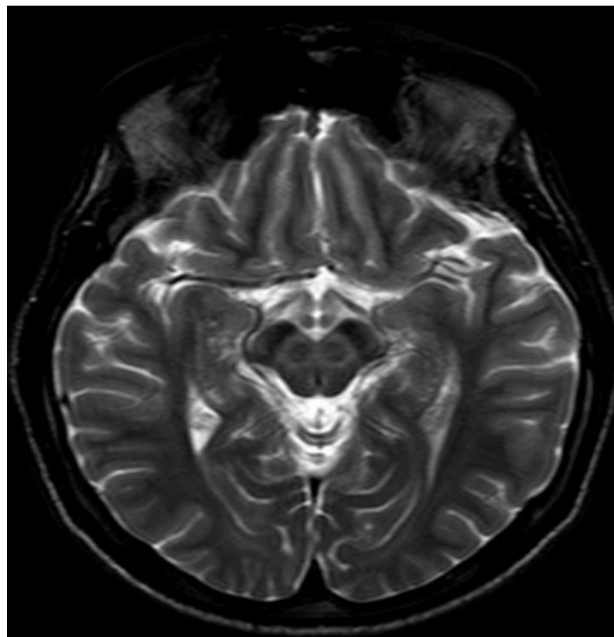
IRM cérébral montrant un Hypersignal T2 au niveau du mésencéphale « signe de la face du panda géant »
